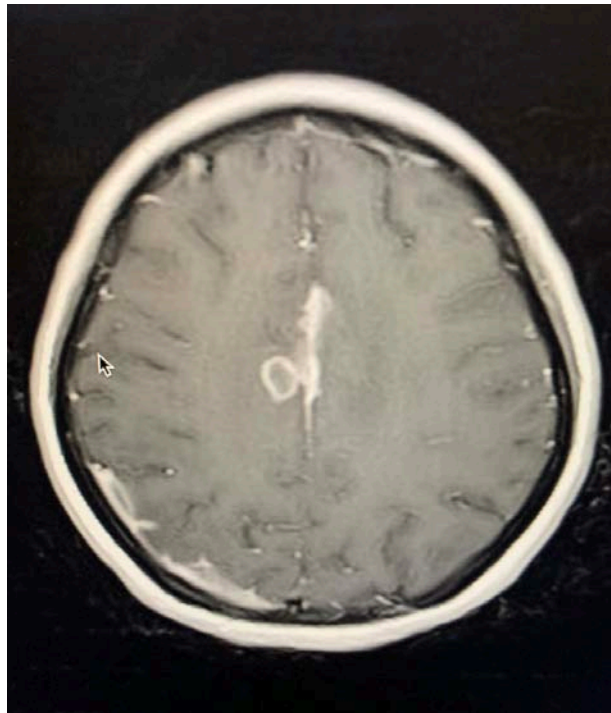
IRM cérébrale en coupe axiale séquence T1 injectée objectivant un tuberculome et une prise de contraste des méninges de la base du crâne
